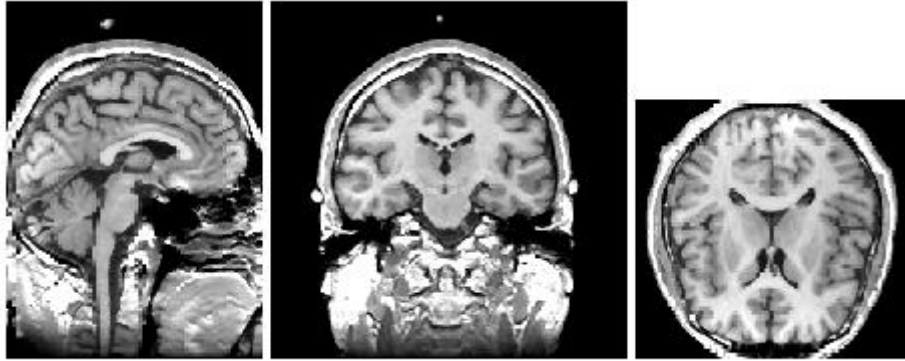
Visualisation d'une image volumique IRM d'un cerveau. La première fenêtre coincide à la coupe sagittale, la seconde à la coupe coronale et finalement, la troisième à la coupe axiale ([Ouv16]).
